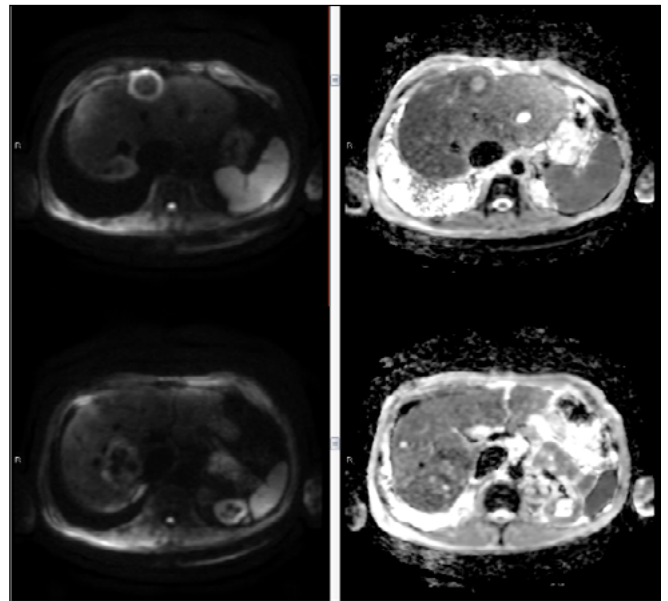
RM en secuencias T2 (imágenes izquierdas) y difusión con mapa ADC (imágenes derechas) en plano axial. Se identifican dos LOES hepáticas con una señal heterogénea de predominio hipo/isointenso en T2, sin clara restricción de la difusión.
